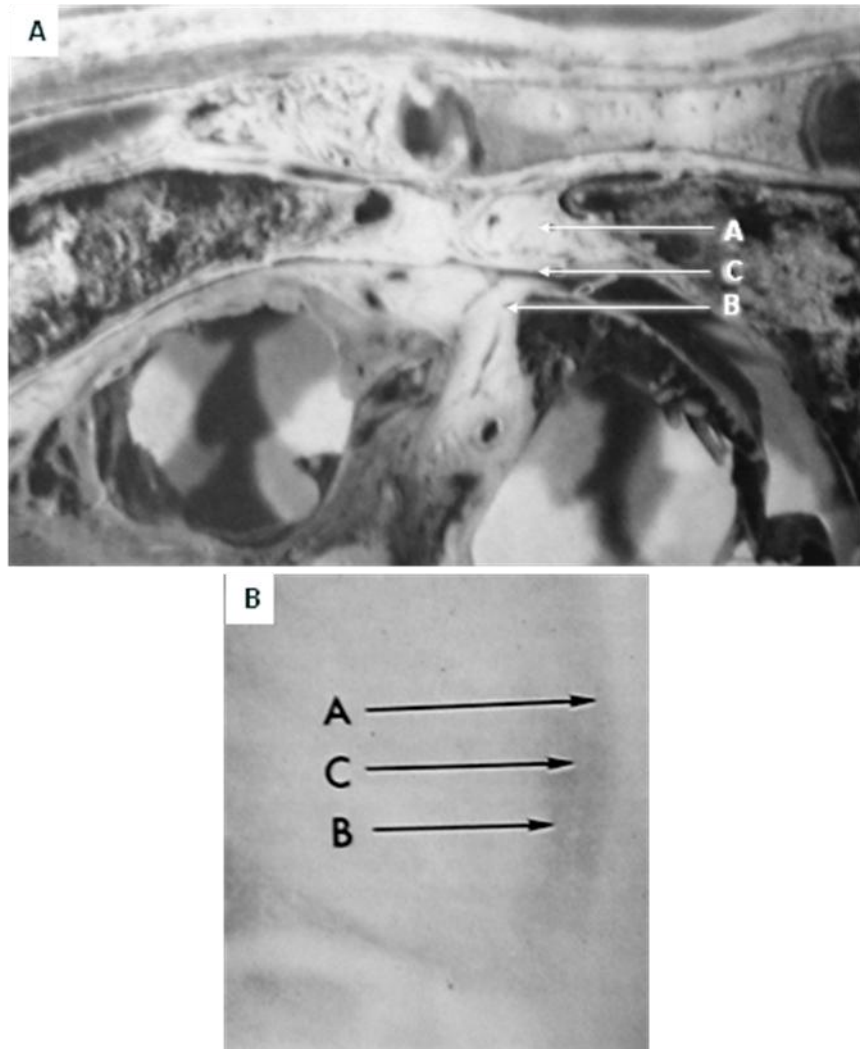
93. A. Corte anatómico axial sobre el corazón, A = grasa del mediastino anterior, B = grasa epicardica, C = espacio pericardico. B. Magnificación de una radiografía lateral de tórax normal, se observan dos líneas anteriores al corazón, las letras identifican las estructuras en el corte anatómico.
